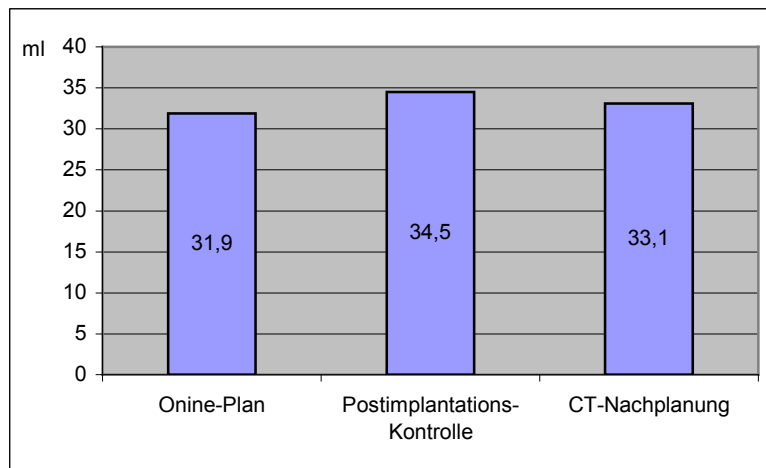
Differenzen des Prostatavolumens (ml) der Online-Planung, der Postimplantationskontrolle und der CT-Nachplanung (SD $\pm 7,3$ ml, $\pm 8,0$ ml bzw. $\pm 8,4$ ml)
